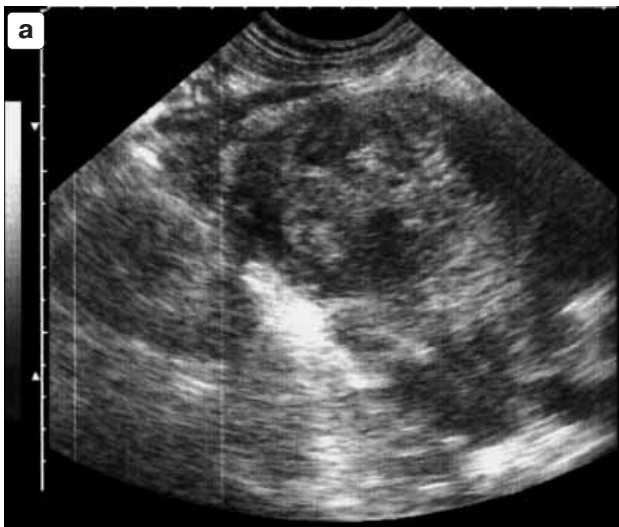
а – липосаркома забрюшинного пространства. Больной К., 43 лет. На эхограмме липосаркома выглядит как гетероденсивная опухоль с полостью распада. б – компьютерная томограмма липосаркомы демонстрирует многоузловую опухоль мягкотканной плотности с жировым компонентом. Определяется смещение правой почки и прорастание ее одним из узлов опухоли. в – липосаркома корня брыжейки. Больная С., 76 лет. При компьютерной томографии в проекции корня брыжейки тонкой кишки выявляется крупное образование гомогенной структуры, имеющее тонкостенную фиброзную капсулу и прилежащее к передней брюшной стенке.
